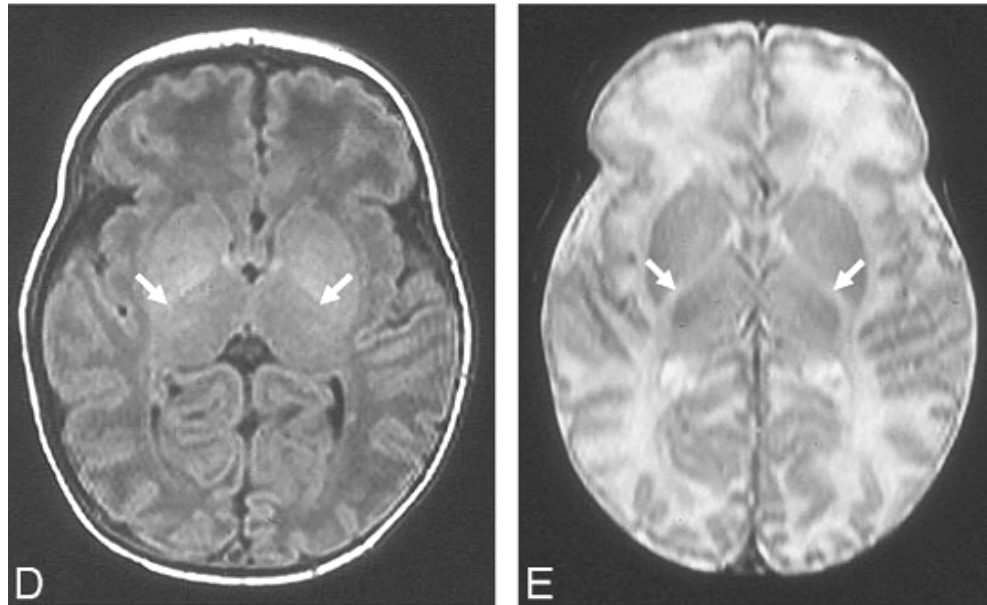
Ressonância magnética da criança da figura 8.6 realizada 7 dias depois. Em (D) e (E) mostra a falta de mielina na parte posterior da cápsula interna (setas) e aumento do T1 e T2 através da substância branca (Leijser).
